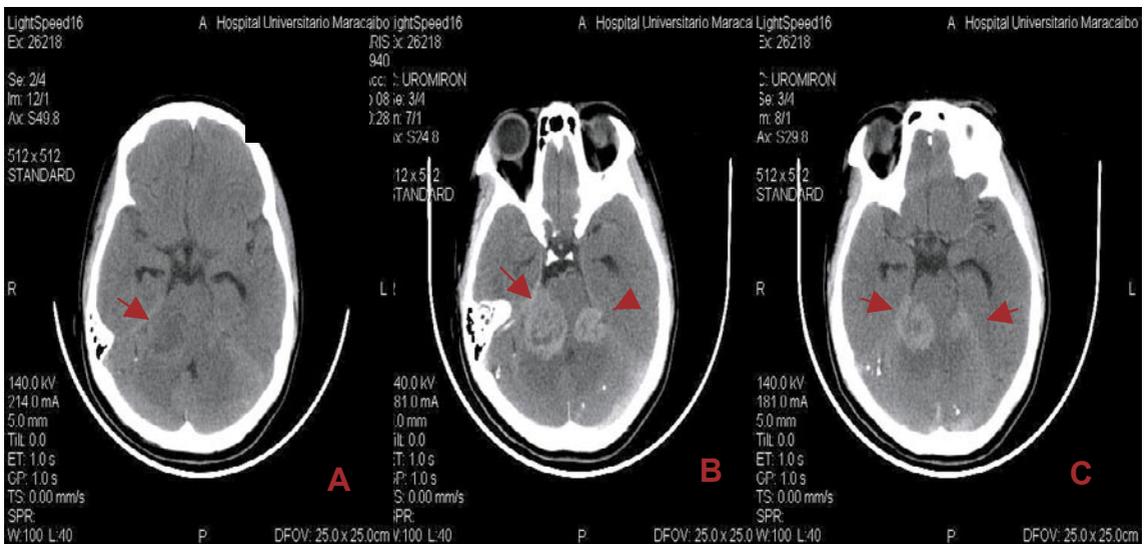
Tomografía axial computada. Nótese imágenes isodensas a nivel de ángulo pontocerebeloso derecho (A). Obsérvese presencia de imágenes isodensas bilaterales profundidas después de la administración de contraste endovenoso (B y C)
